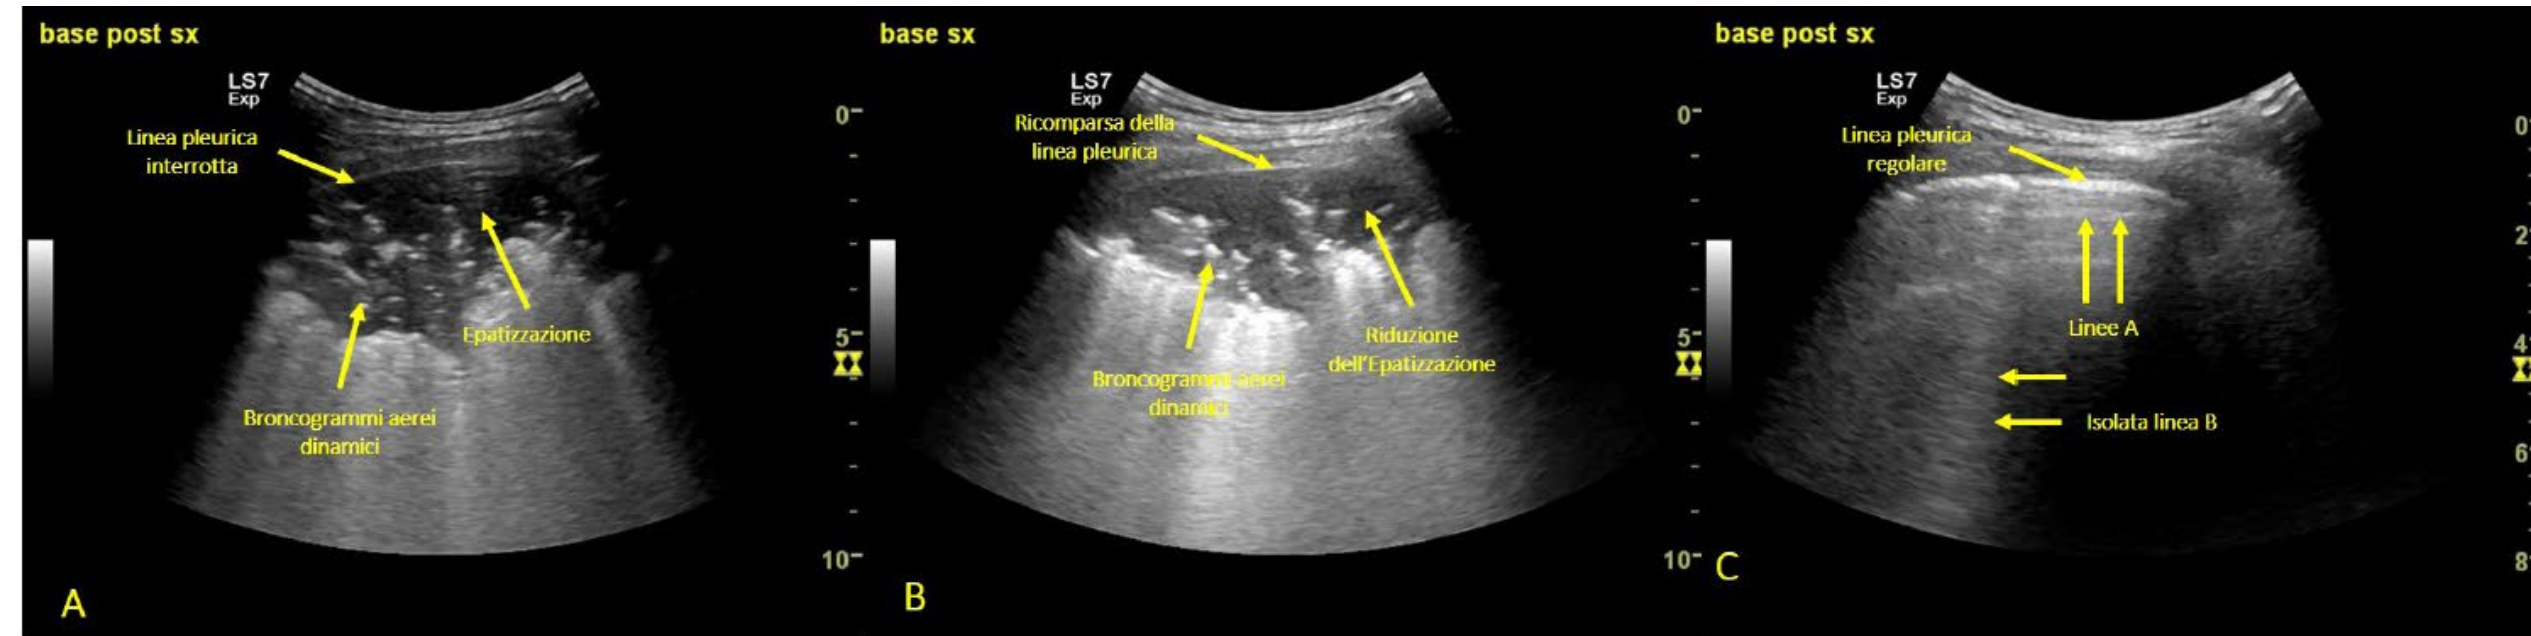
bambina di 10 anni con polmonite lobare sinistra da *Streptococco Pneumoniae*. A: presenza di area di epatizzazione con scomparsa della linea pleurica e presenza di broncogrammi aerei dinamici. B: dopo 5 gg di terapia antibiotica si nota ricomparsa della linea pleurica e riduzione dell'epatizzazione. C: dopo 14 gg di terapia antibiotica si nota pressoché normalizzazione del pattern ecografico con linea pleurica regolare, presenza di isolate linee B nel contesto di regolari linee A.
